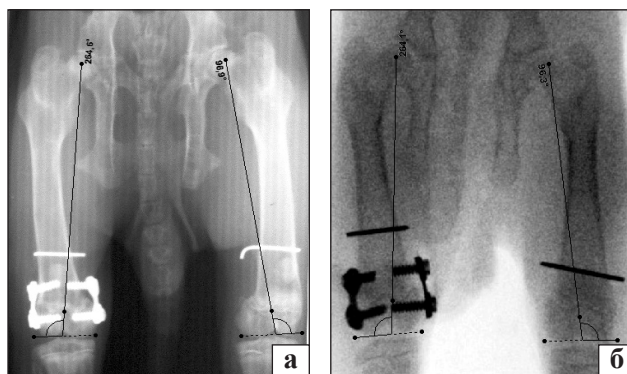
Оглядові рентгенограми нижніх кінцівок кролів: а) група 1; б) група 2
